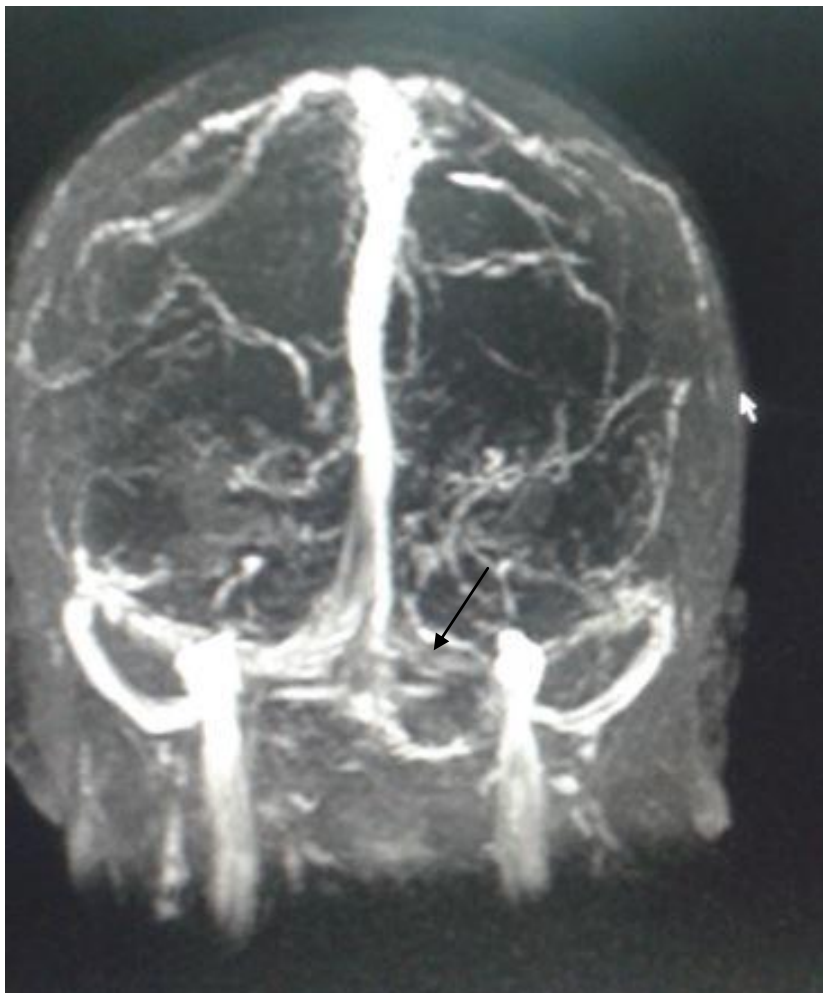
Angio-IRM Cérébrale montrant une TVC du sinus sigmoïde gauche
